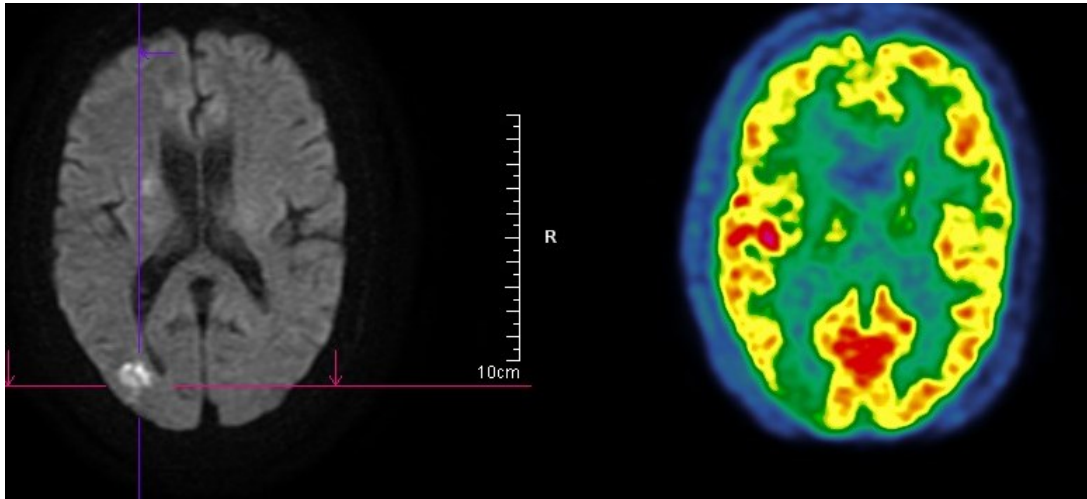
Fusion de la TEP-TDM et de l'I'RM chez la même patiente
